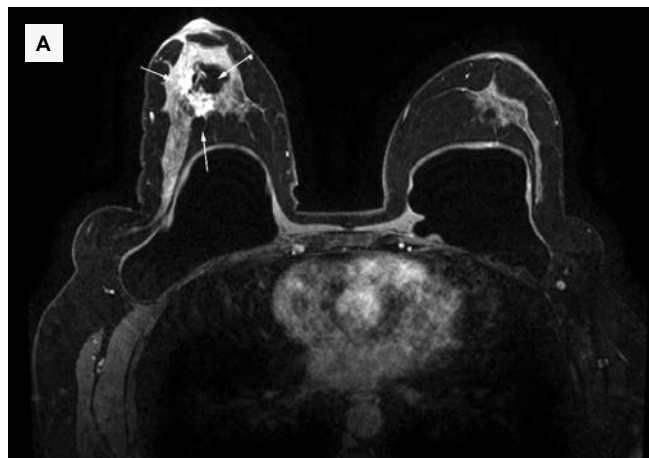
Пациентка С. МР-томограмма молочных желез с КВ. А – аксиальная проекция; В – сагиттальная проекция. Зона гиперфиксации контрастного препарата в правой молочной железе на границе верхних квадрантов (выделена стрелками).
